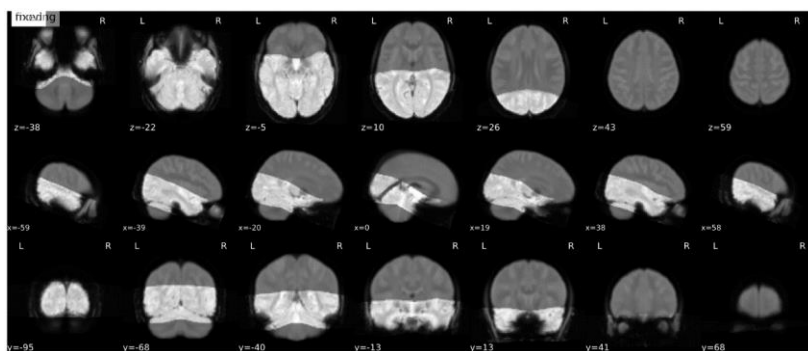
Beispiel für anatomische Lage des untersuchten MRT-Schichtstapels (helle Bereiche)
